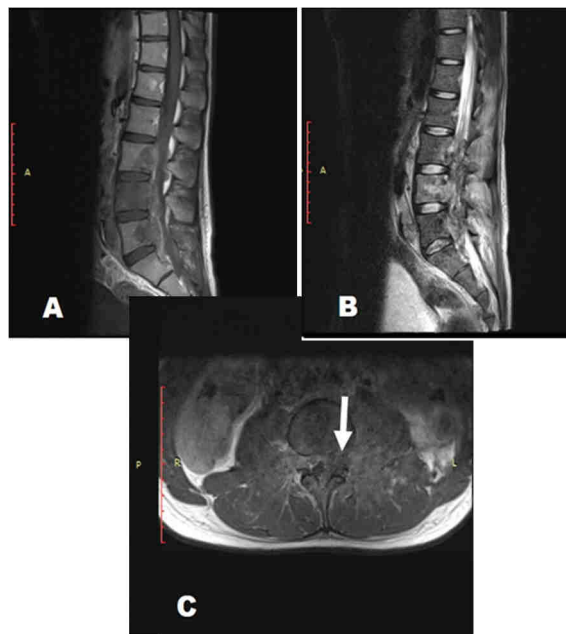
Resonancia magnética de columna lumbosacra: (A y B) Observe las lesiones múltiples desde L3 a S1 con compromiso del canal medular. (C) invasión del pedículo (flecha) a nivel de L4 con efecto de masa sobre el canal medular.
